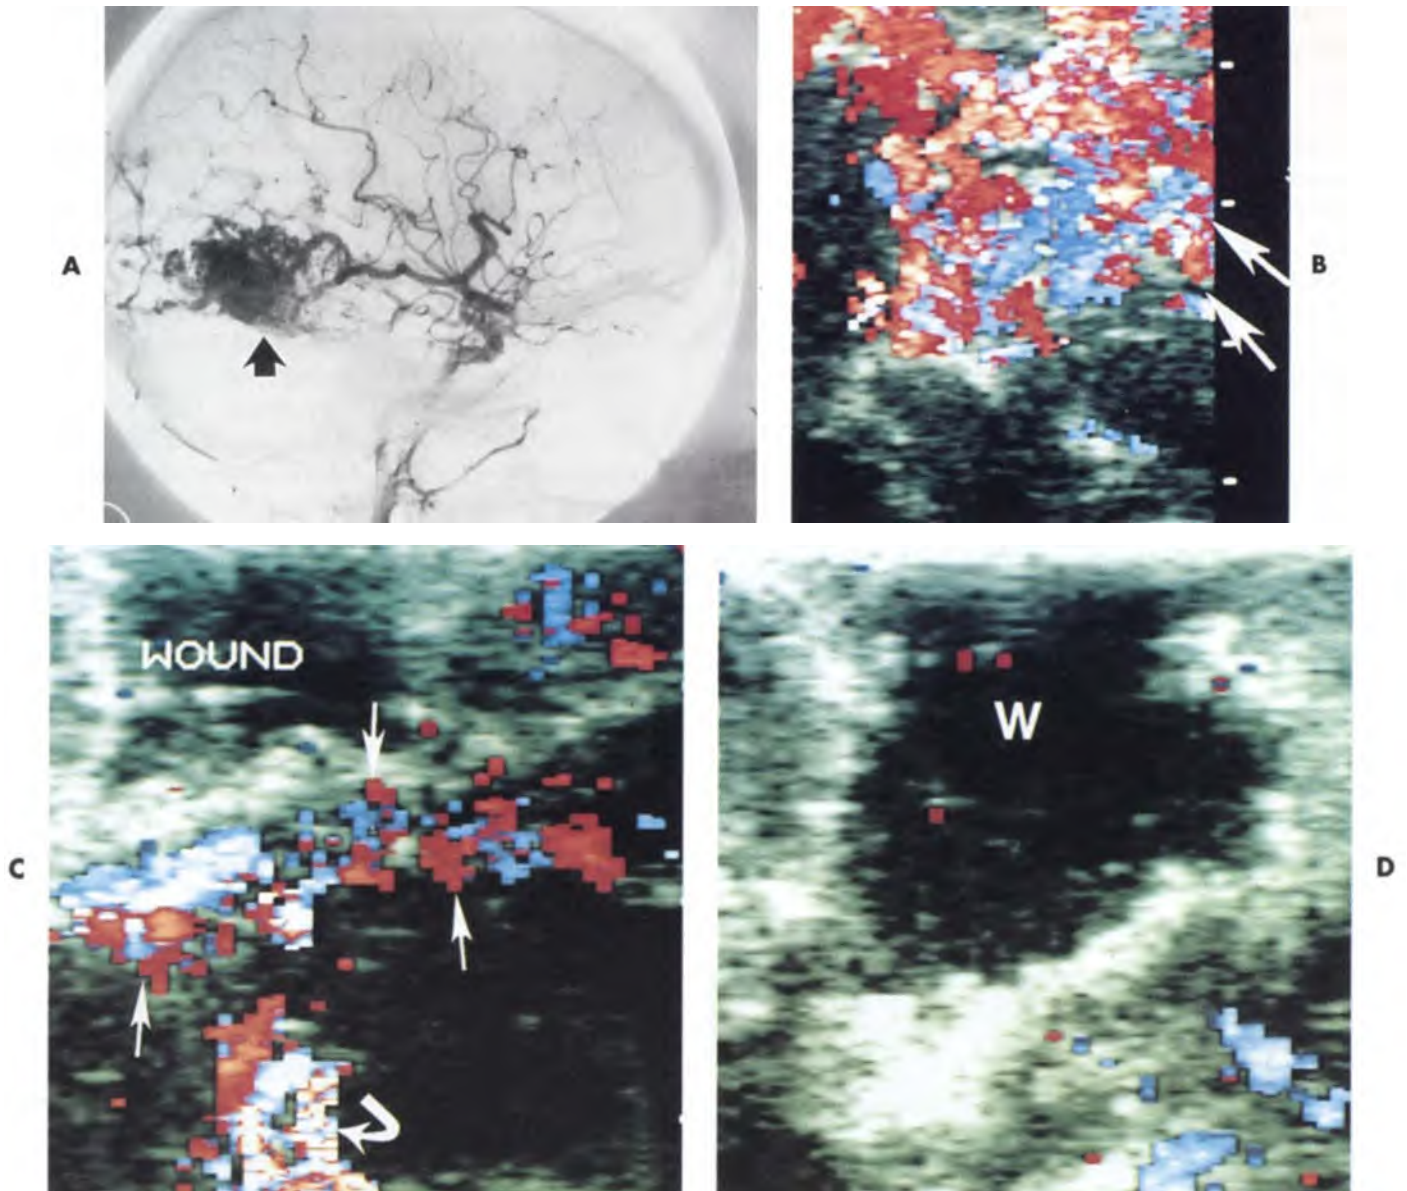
AVM bị che dấu trong mổ. A, Quang mạch não đồ xóa nền trước mổ của một AVM (mũi tên) nằm sau rãnh Sylvius không được cắt hết. Tĩnh mạch dẫn lưu lớn ở thì sớm (đầu mũi tên). B, Doppler màu thấy AVM vùng dưới vỏ (mũi tên) kèm một mạch máu nghi ngờ động mạch nuôi (mũi tên cong).
